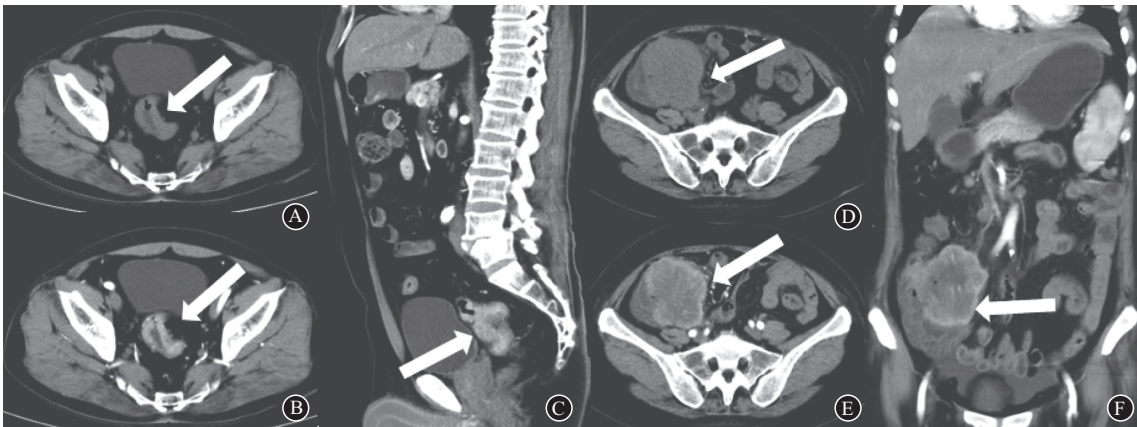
多排螺旋CT(MSCT)结肠癌术前T分期:T3期,肠壁均匀增厚,浆膜层尚光整,邻近脂肪间隙模糊,增强后明显强化;T4期,病变呈肿块状,浆膜面高低不平,邻近脂肪间隙云絮状模糊,增强后结肠全层明显强化。A—C为T3期乙状结肠癌;D—F为T4期回盲部结肠癌
